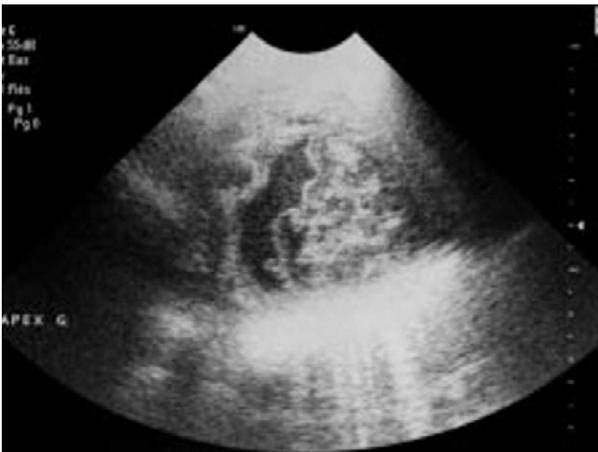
Échographie thoracique : kyste hydatique rompu du poumon gauche avec un aspect serpiginé de la membrane prolifère.
